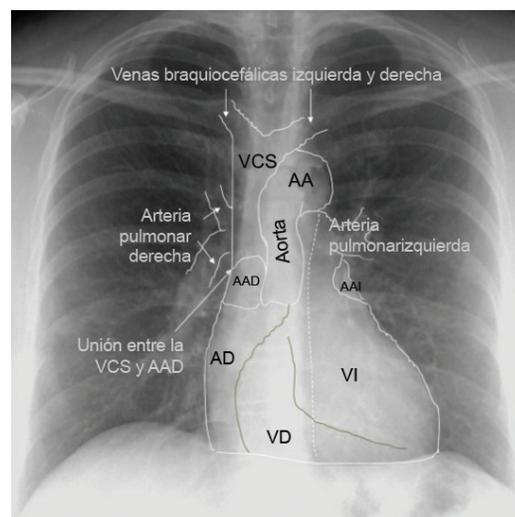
Bordes mediastínicos derecho e izquierdo vistos en una radiografía de tórax frontal
